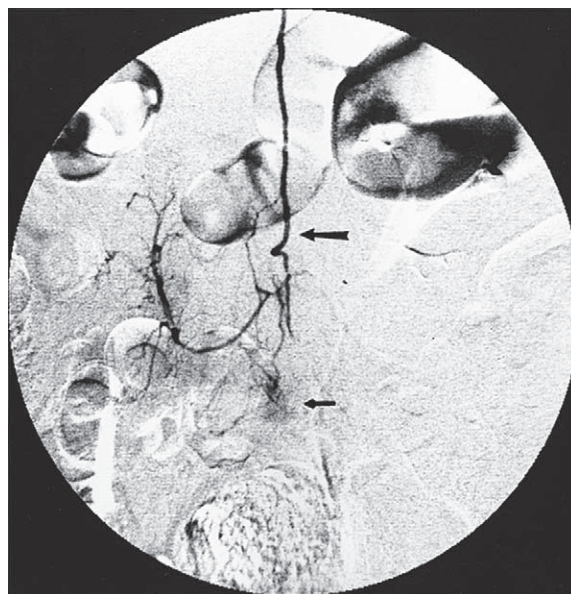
Inyección angiográfica de un vaso radicular lumbar bajo que revela congestión vascular de una fístula en la duramadre por encima de la médula lumbar (flecha pequeña) y una vena de drenaje (flecha grande) temprana sobresaliente que apenas se veía en la mielografía de CT y que no se identificó en la MRI. Esta malformación arteriovenosa dural produjo mielopatía subaguda que afectó la médula lumbosacra.
